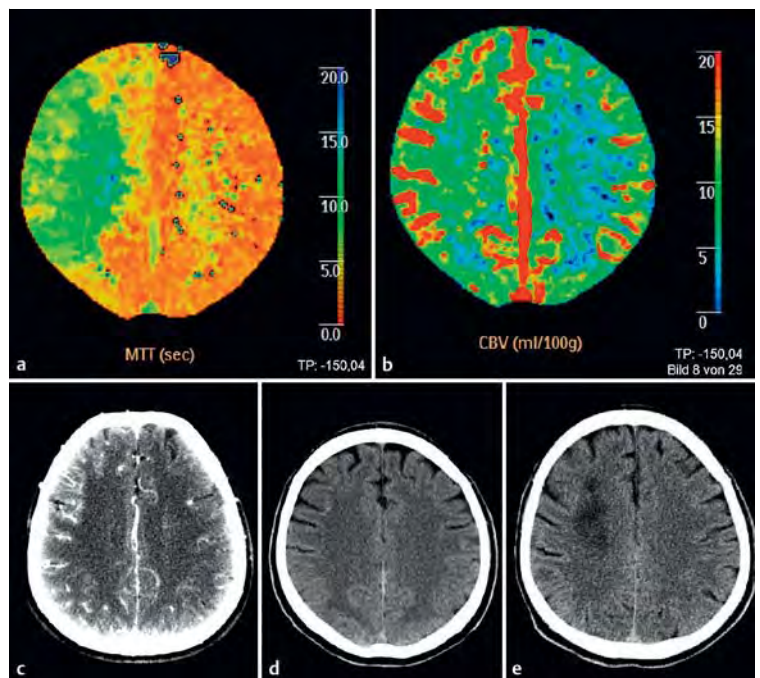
Isoliertes Karotisverschluss, hämodynamische Insuffizienz: Mann, 53 Jahre; Klinik: transiente Hemiparese links; CTA: Karotisdissektion mit Verschluss rechts, intrakranielle Gefäße unauffällig. a MTT: MTT-Verlängerung im Anterior- und Mediaterritorium, betont im Marklager aufgrund eingeschränkter Kollateralen über den Circulus Willisii. b CBV: erhöhtes CBV durch Ausschöpfung der leptomeningealen Kollateralen. c CTA-Quellbilder. d CCT nativ unauffällig. Nach zunächst konservativer Therapie im Verlauf klinische Verschlechterung mit Notfall-Stenting der A. carotis. e CCT nach 3 Tagen mit Endstrominfarkten im Marklager, klinisch beschwerdefrei.
